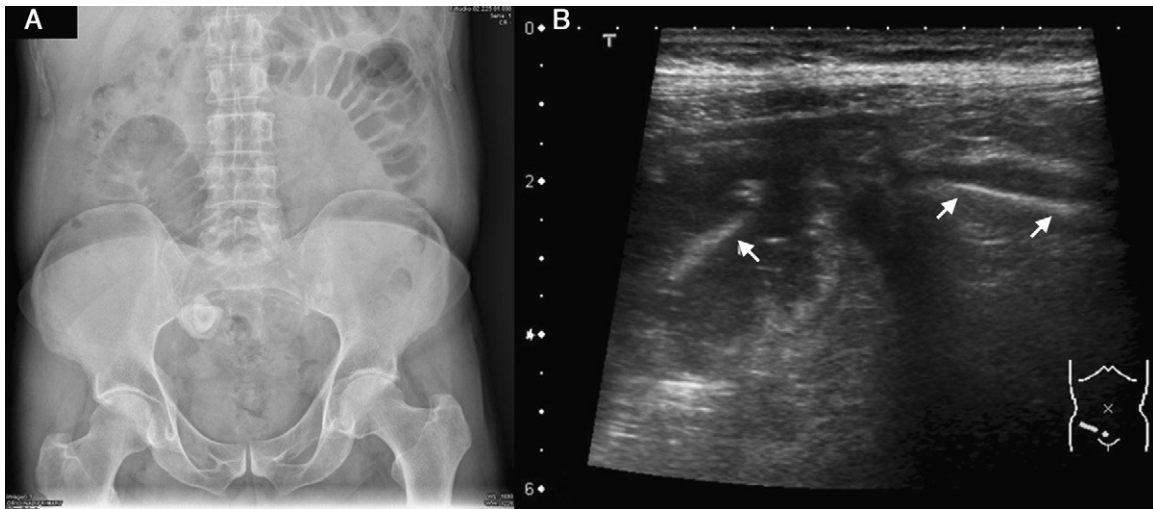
A) radiología simple de abdomen: dilatación de asas de intestino delgado junto a 2 imágenes cálcicas proyectadas sobre hemisacro derecho. B) ecografía abdominal: 2 imágenes intraluminales sugestivas de litiasis (flechas).
